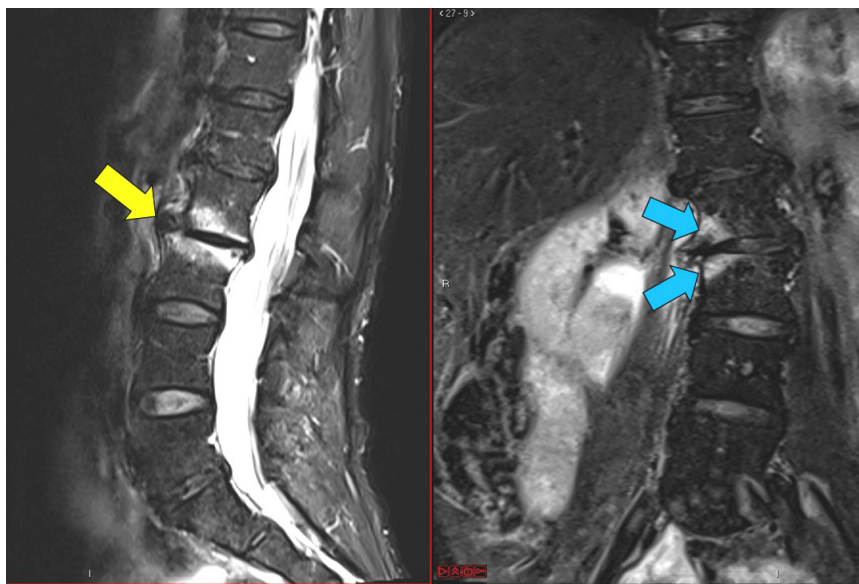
Imágenes de RM sagital y coronal de columna lumbar, potenciadas en T2. Degeneración discal con disminución de la amplitud del disco, disminución de la intensidad de señal del disco (deshidratación) y aumento de la misma en los platillos vertebrales (edema reactivo).
